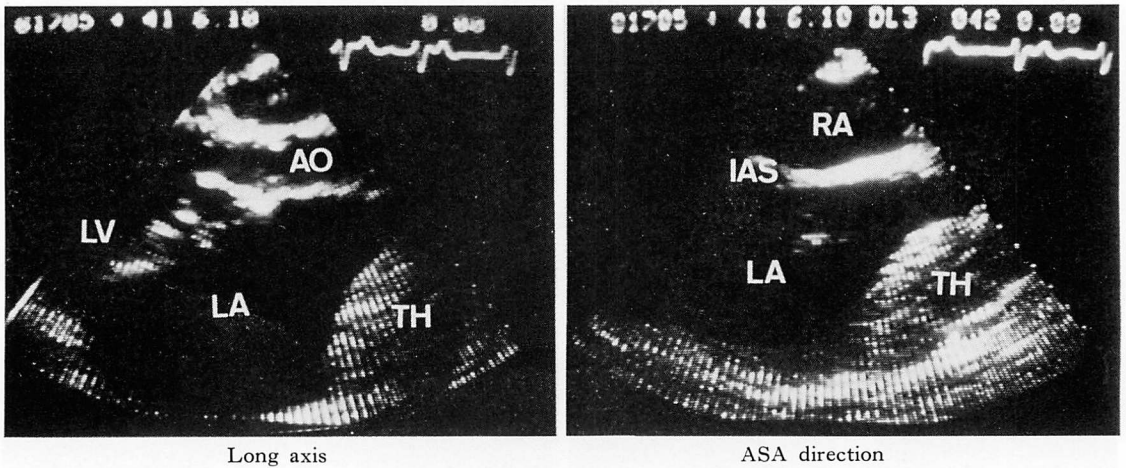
Two-dimensional echocardiograms in Case 2.
